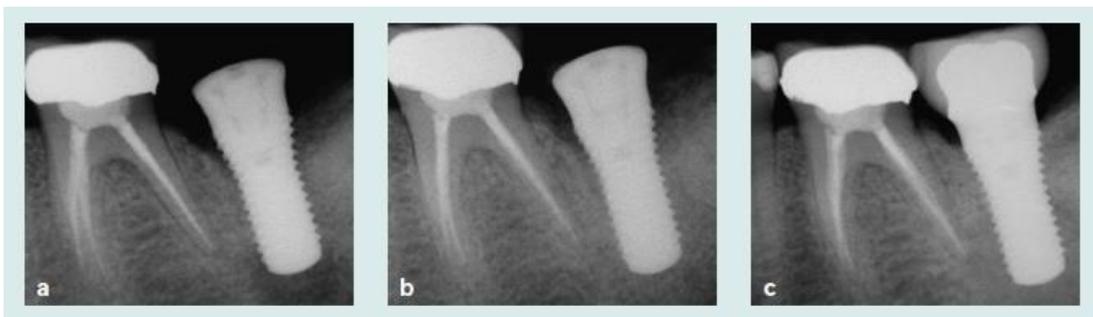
Radiografías periapicales de a) inmediatamente después de la cirugía, b) 4 meses después de la cirugía, c) 12 meses después de la cirugía, donde se observa la regeneración adecuada de hueso después de usar la BMP-2 con membrana de colágeno absorbible.<sup>L</sup>
